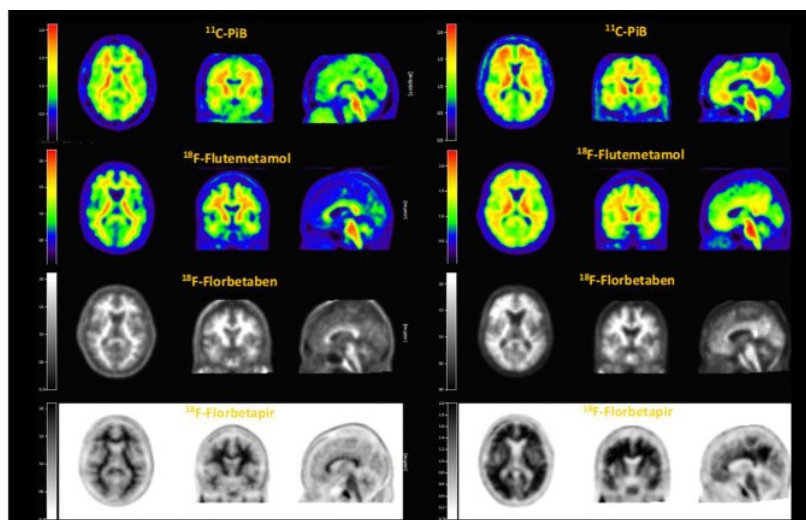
tratta e modificata da Pemberton et al., 2022. Mostra un confronto visivo tra scansioni PET ottenute con i diversi traccianti. A sinistra scansioni negative, a destra scansioni positive
